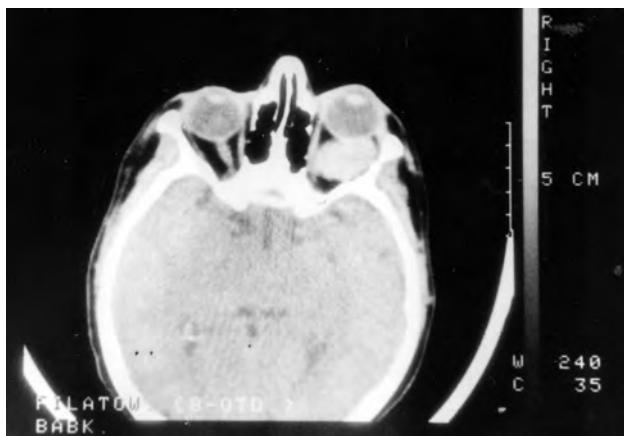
Компьютерная томограмма опухоли орбиты
